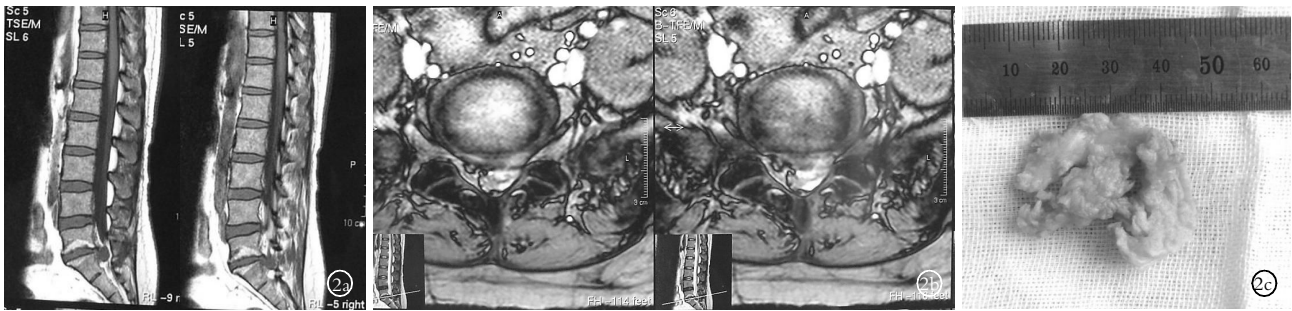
女性患者, 40 岁, 腰椎间盘突出症, 病史 1 年余, 明显加重 6 d 2a. 腰椎 MRI 矢状位: L_{5/S1} 椎间盘髓核脱出, 突入椎管占位达 50% 以上, 造成局部狭窄 2b. 腰椎 MRI 横断位: L_{5/S1} 纤维环破裂, 髓核脱出, 占椎管横断面 3/4, 硬膜囊受压明显变形, 左侧神经根被淹没 2c. 摘除髓核大体标本, 髓核组织明显退变硬化, 呈大团块状, 重量 4.7 g
